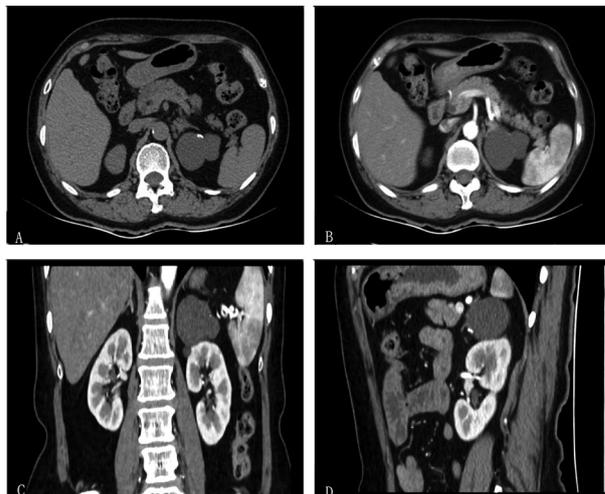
泌尿系 CT 平扫+增强示左肾复杂性囊肿
